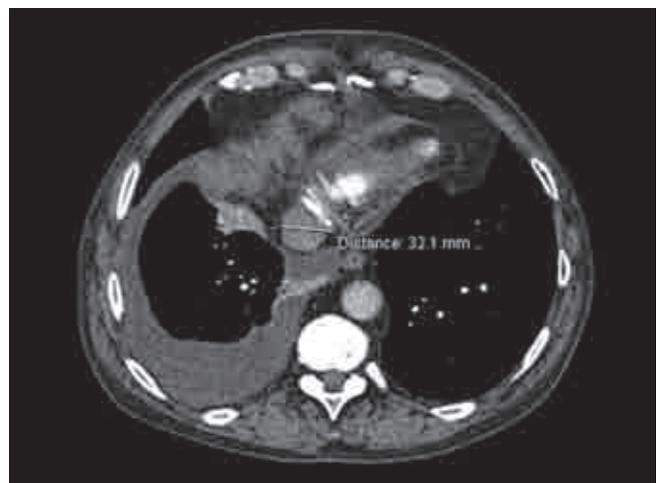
МСКТ с контрастированием перед ПЭ. Отмечена расширенная нижняя полая вена
